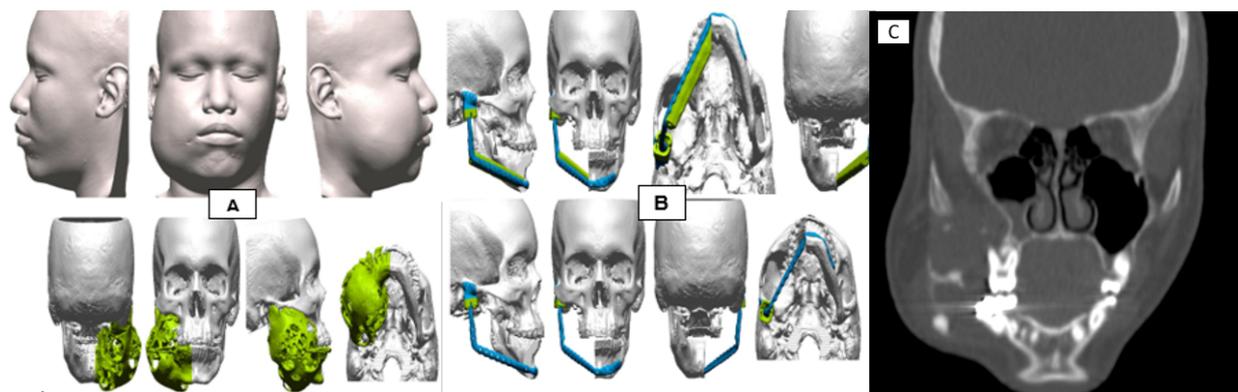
A. Reconstrucción con imagenología tridimensional de tumoración B. Diseño de implante C. Tomografía de senos paranasales (SPN) simple de corte coronal.
